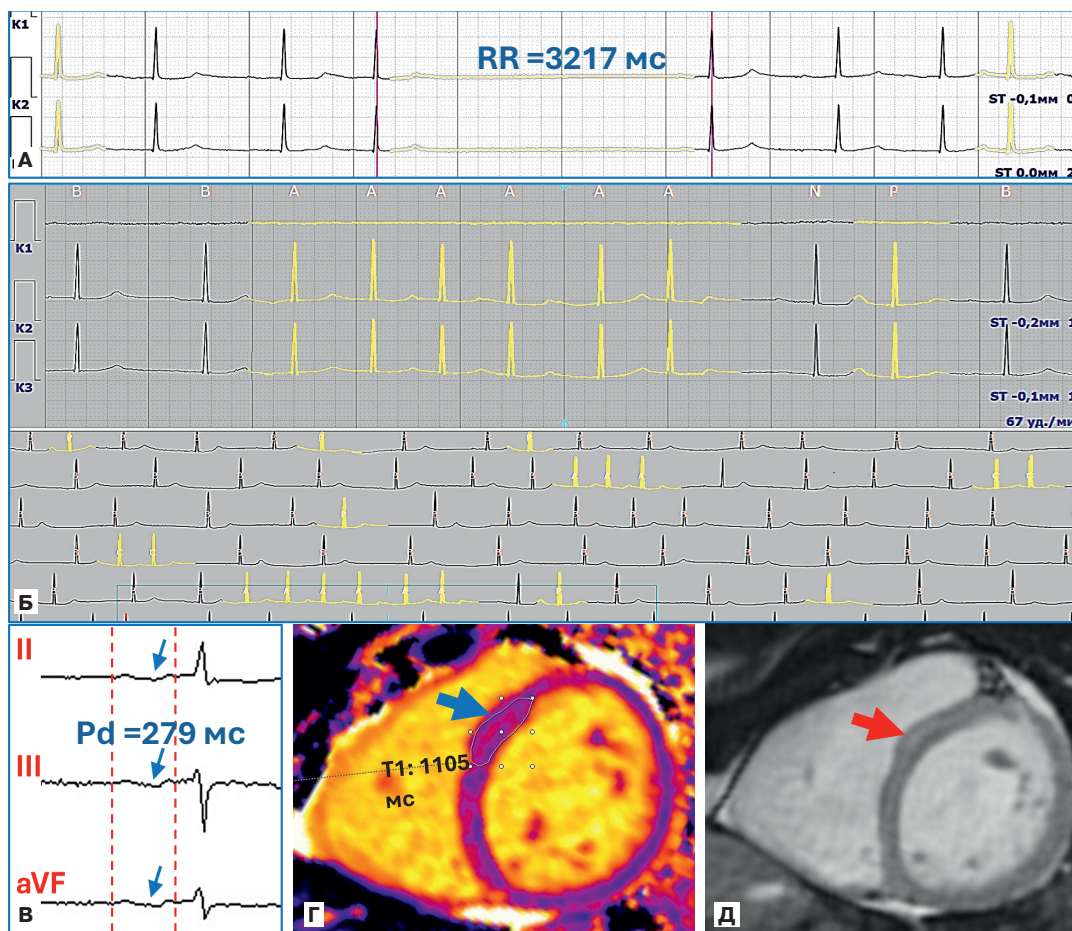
ЭКГ и МРТ визуализация сердца пациентки Д_{II-2}: А) фрагмент ХМ с постэкзотической паузой 3,2 сек; Б) фрагмент ХМ с предсердной эктопией (групповая и одиночная); В) признаки МПБ 3 ст. с ретроградной активацией ЛП; Г) повышение значений прекоонтрастной T1-релаксометрии до 1105 мс при МРТ картировании (синей стрелкой указана зона отека/интерстициального фиброза); Д) МРТ изображение в 2-камерной поперечной проекции с отсроченным накоплением контраста в септальной области (красная стрелка).
